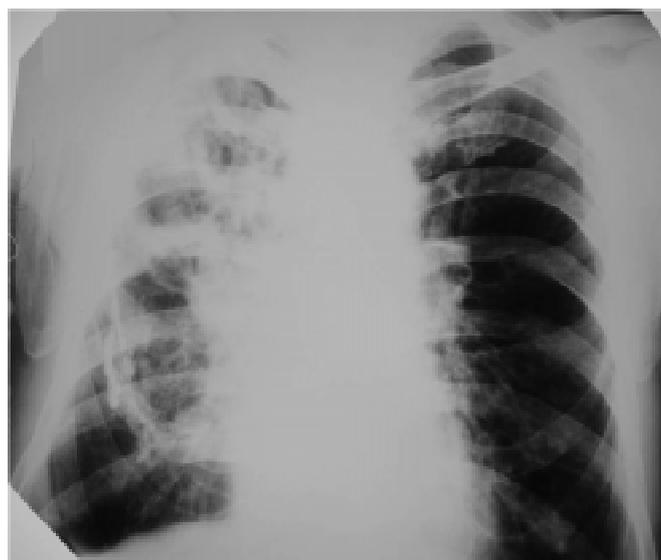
Рентгенограма хв. Т., 66 р. Справа в II міжреберному проміжку візуалізується порожнина з товстими нерівними стінками, наявністю невеликої кількості рідини до 1/5 на фоні емфіземи і пневмофіброзу, інкрустація плеври. Органи середостіння зміщені вправо
